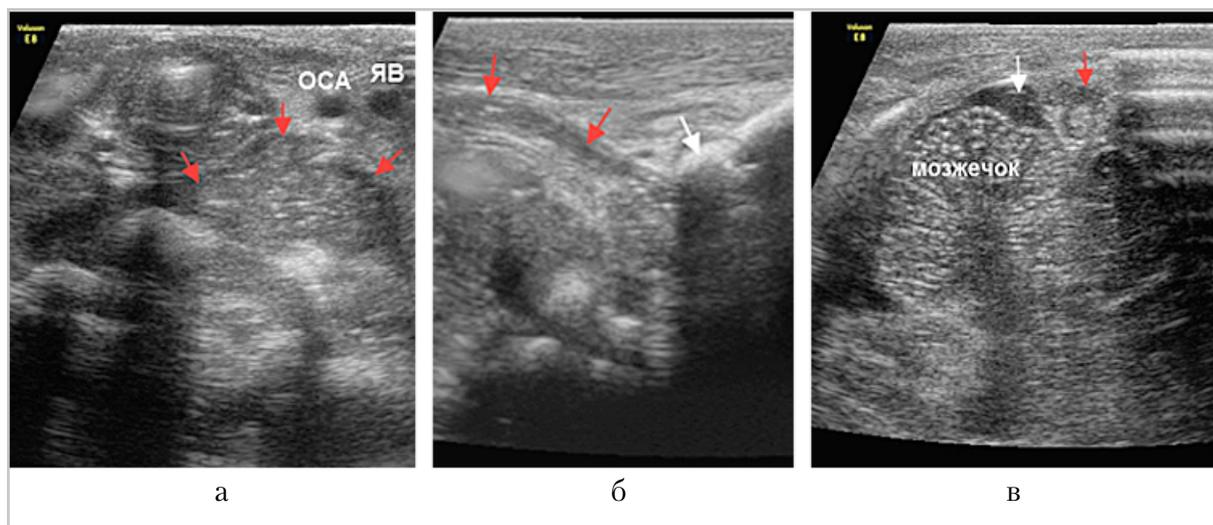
УЗИ ребенка Ш.: а — поперечный скан в средних отделах шеи, глубокий абсцесс шеи слева (стрелки); б — тромбированная ВЯВ (красные стрелки) прослежена до сосцевидного отростка (белая стрелка); в — скан через заднебоковой родничок слева выявил тромбоз поперечного синуса (красная стрелка) и минимальное парацеребеллярное скопление жидкости (белая стрелка)
